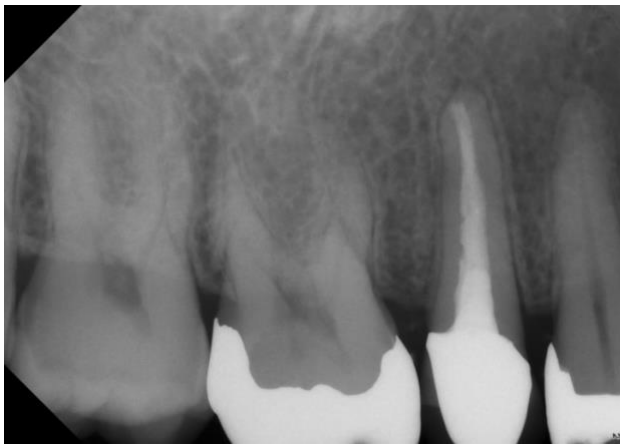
Röntgenbild präoperativ, Zahn 15
